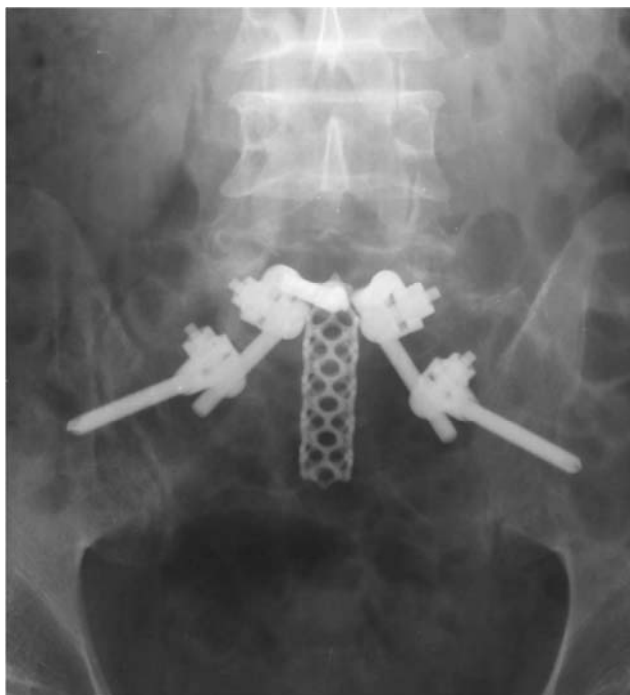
Рентгенографія попереково-крижової ділянки, фронтальна проекція. Стан після фіксації хребта і тазового кільця
